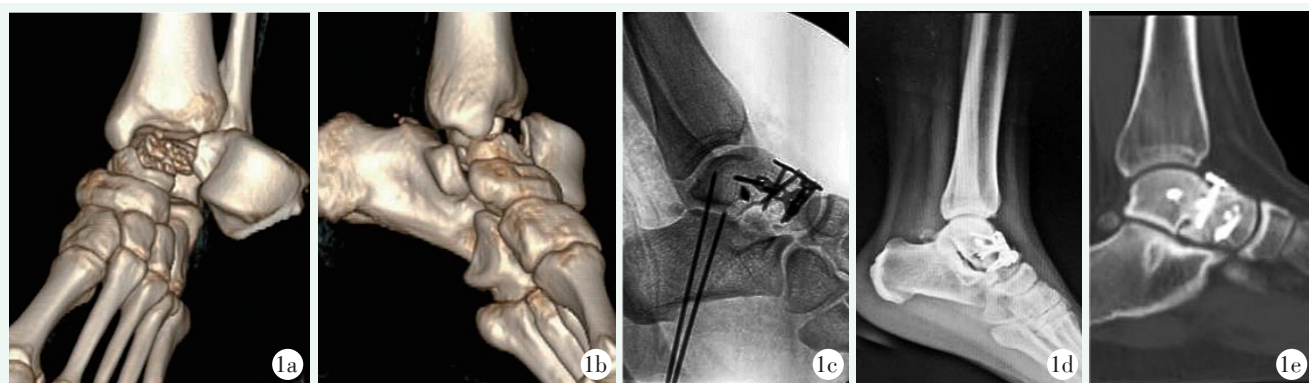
患者女性，22 岁，开放性距骨颈粉碎骨折脱位。1a, 1b: 术前左踝 CT 重建显示左距骨颈粉碎性骨折、左踝关节及距下关节脱位；1c: 术中 X 线透视见距骨复位和内固定位置良好；1d: 术后 1 年左踝关节侧位 X 线片示内固定位置良好，骨折线模糊，周围关节对应关系良好，关节间隙未见狭窄；1e: 术后 18 个月左踝 CT 示距骨骨质完整，内固定位置良好，踝关节及距下关节对应关系良好。
